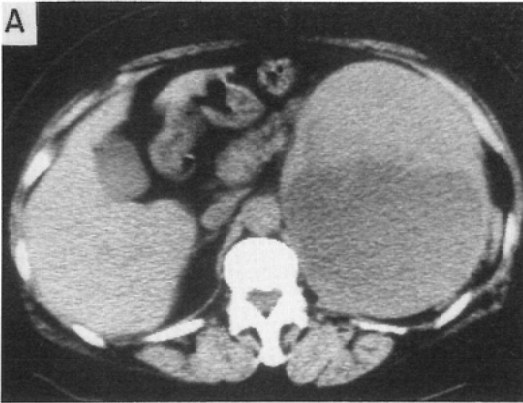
(A) CT image in a 57-year-old female shows a low density cystic mass in the left adrenal region.
